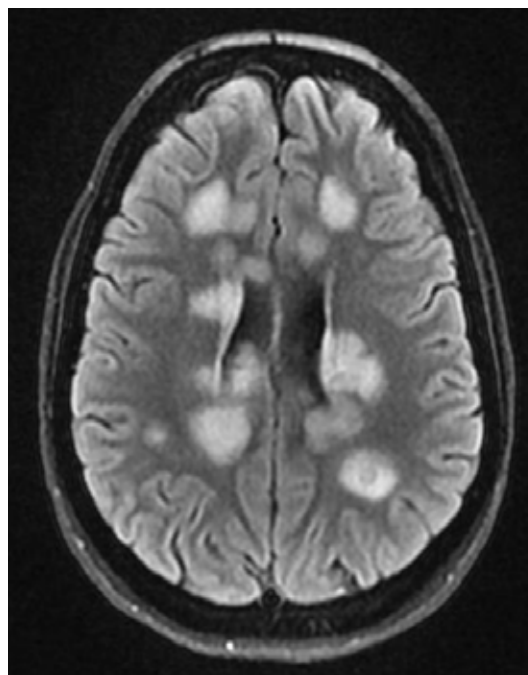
RM Cerebral. Corte axial, secuencia T2 FLAIR: muestra lesiones inflamatorio-desmielinizantes a nivel periventricular, subcortical y en cuerpo calloso. De aspecto pseudotumoral-tumefactivo.
